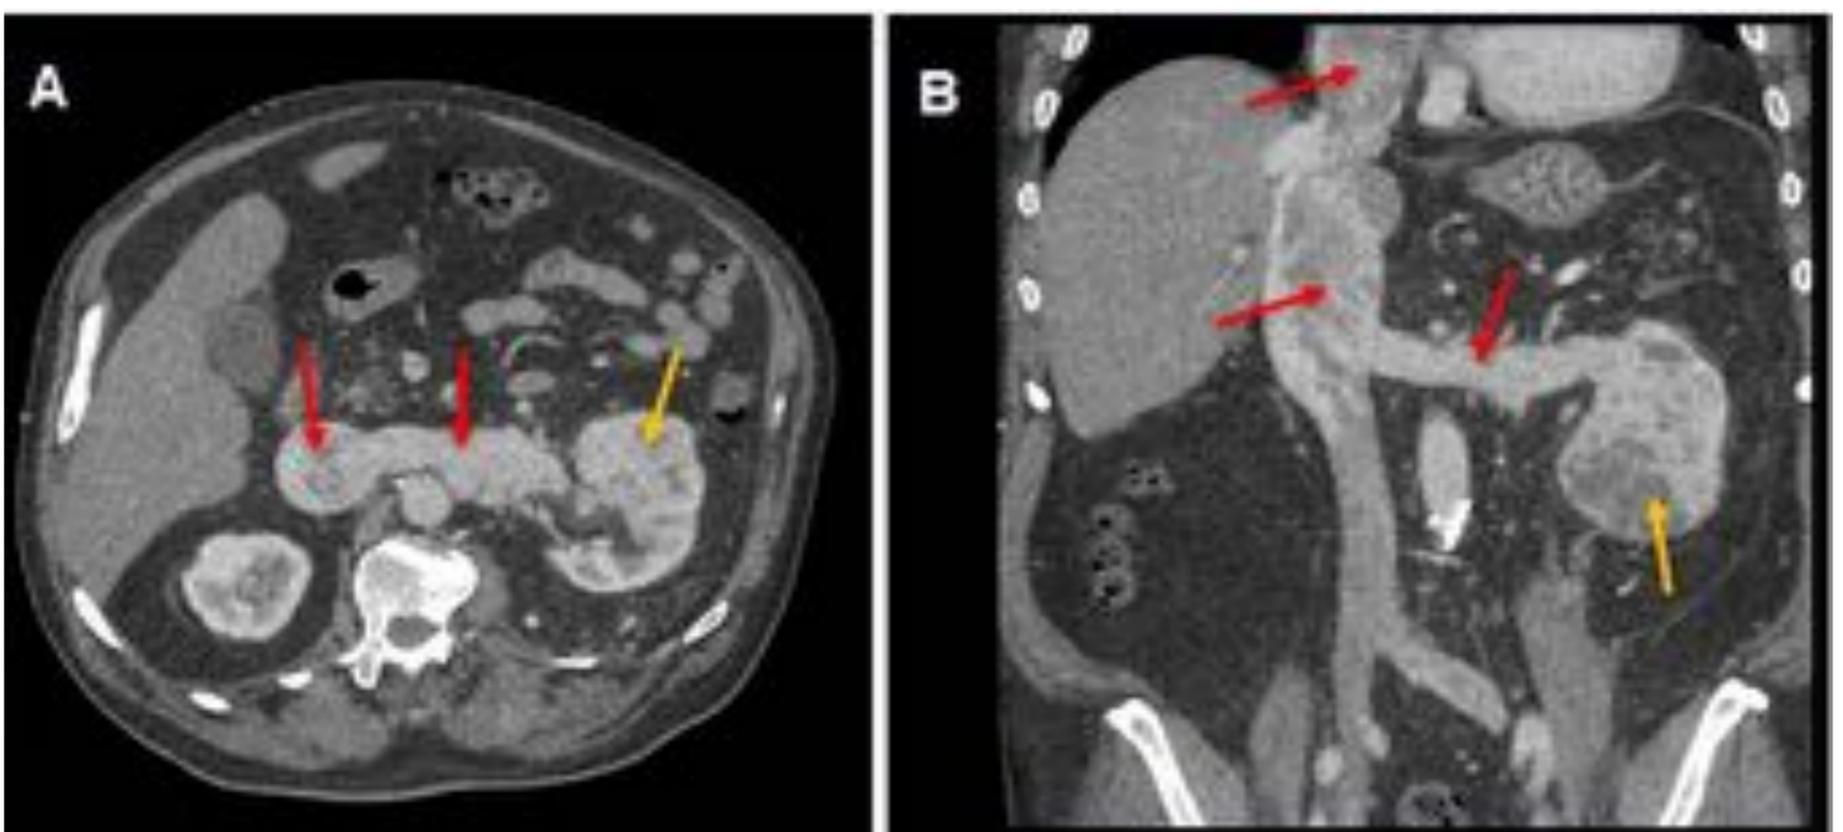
Corte axial (A) y reconstrucción coronal (B) de TC abdominal con contraste iv en fase nefrogénica. Tumor renal izquierdo (flechas amarillas) que asocia extenso trombo tumoral en la vena renal izquierda que expande su luz y se extiende a la vena cava inferior (flechas rojas).
